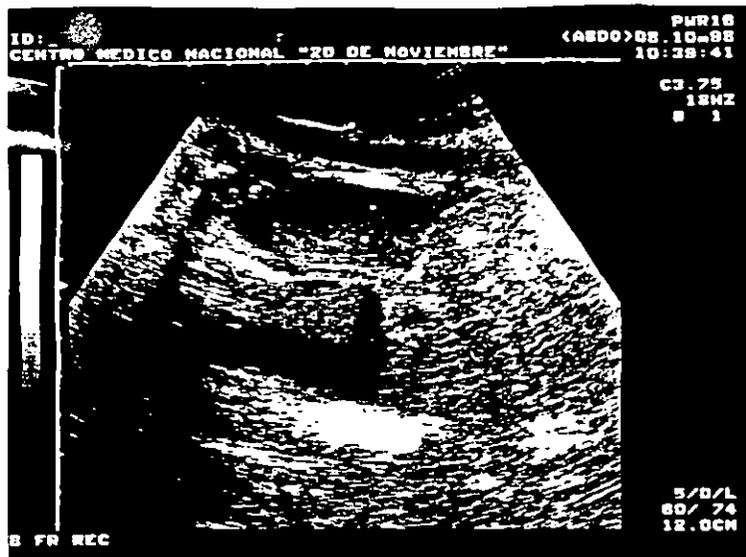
ULTRASONIDO OBSTÉTRICO MOSTRANDO HIDROTÓRAX FETAL BILATERAL.
